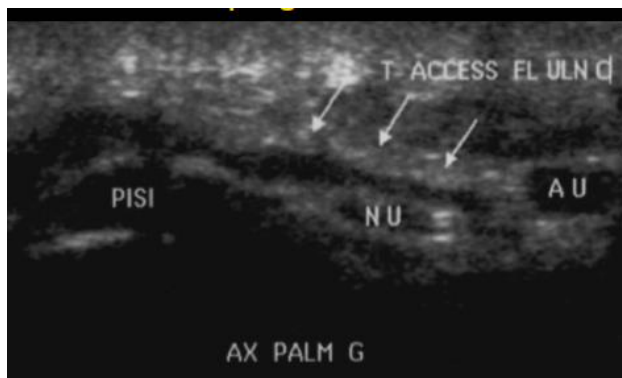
Coupe échographique longitudinale de la main montrant un tendon accessoire du fléchisseur ulnaire du carpe en avant du nerf ulnaire (NU)
